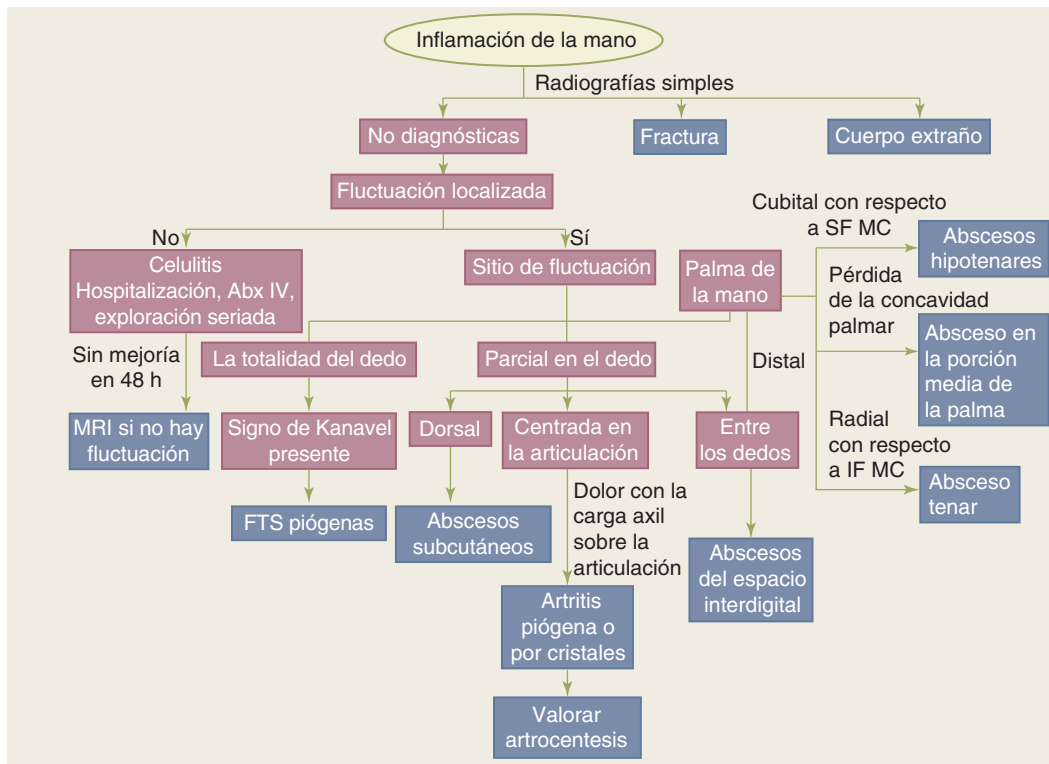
Algoritmo diagnóstico. Estudio diagnóstico de un paciente con inflamación de la mano con el fin de valorar la infección. Véase el texto para detalles particulares con respecto a los diagnósticos infecciosos. Abx, antibióticos; FTS, tenosinovitis flexoras; IF MC, segundo metacarpiano; MRI, resonancia magnética nuclear; SF MC, quinto metacarpiano.
